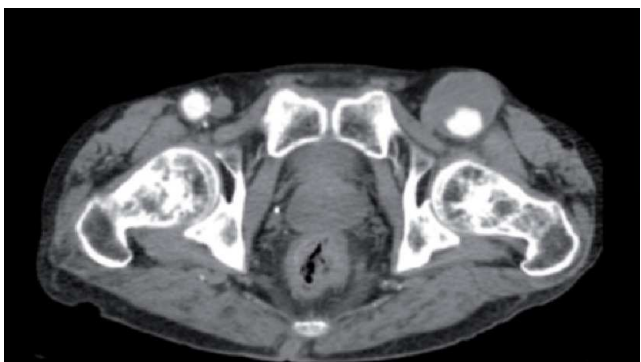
Tomografía abdominopélvica. Corte axial. Aneurisma arteria femoral izquierda.
